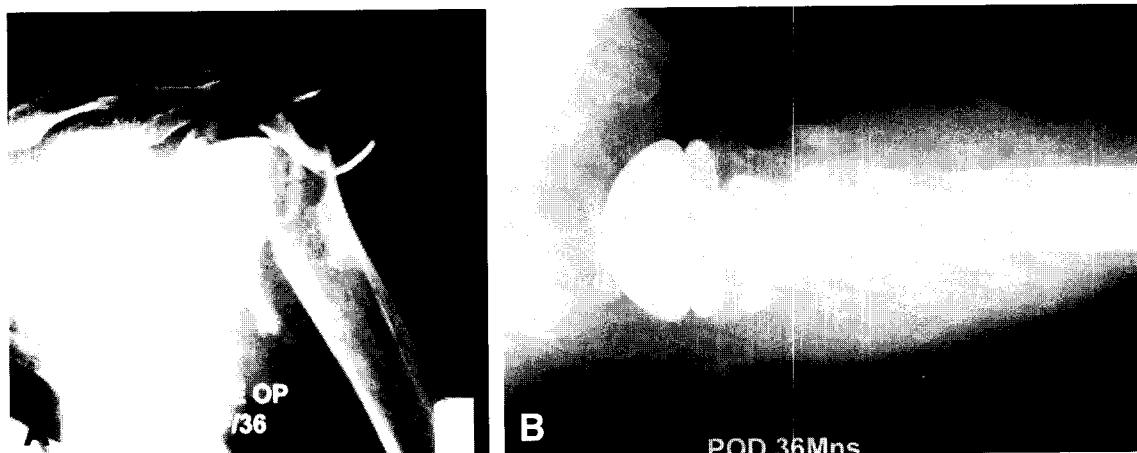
Preoperative radiograph of 36 years old female showed four-part fracture.
